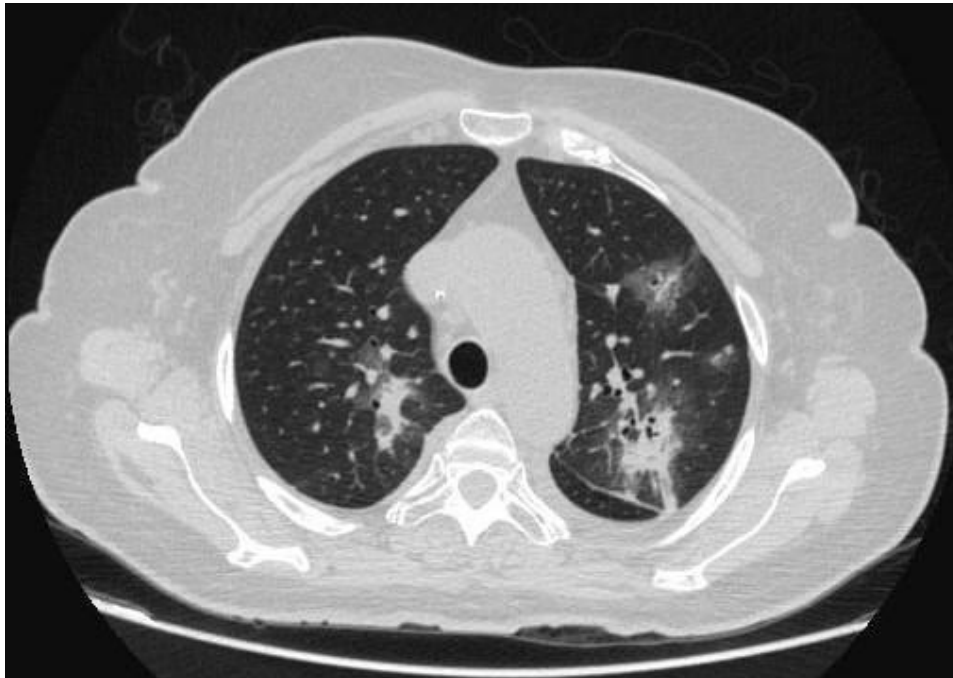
Tomografia de tórax em janela de pulmão. Opacidades consolidativas multifocais de aspecto irregular nos lobos superiores, associadas a halo em vidro fosco, relacionadas a aspergilose pulmonar.
